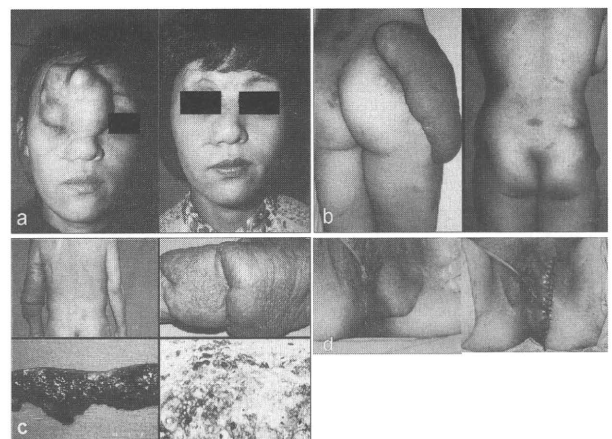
瀰漫性神経線維腫の手術の実際例 (それぞれ術前・後を示す)。c は腫瘍内に多数の melanocyte が存在する diffuse pigmented neurofibroma であり、術前の MRI で (あたかも melanoma のように) 腫瘍が T1 強調画像上、high intensity の mass lesion として描出された。
